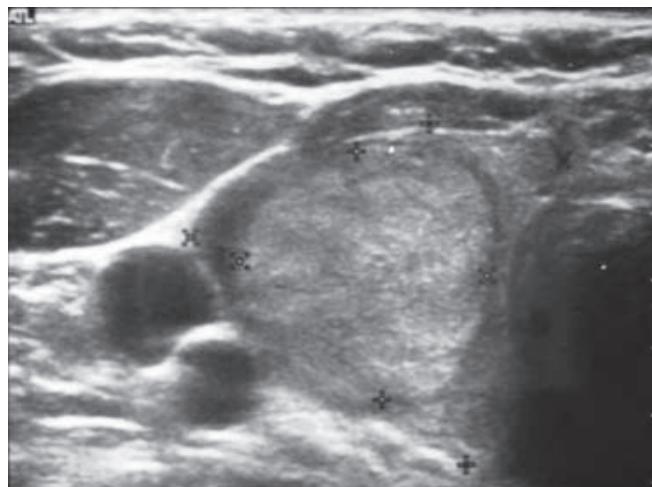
Ultrasonido donde se observa nódulo sólido, parcialmente encapsulado, con bordes mal definidos en su límite posterior. El resultado histopatológico final fue cáncer papilar de tiroides.
